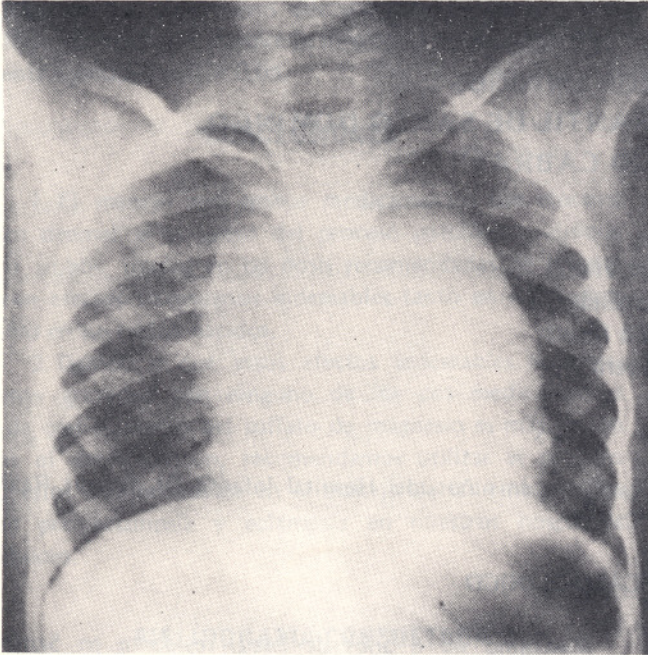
La radiografía de tórax, al llegar a la emergencia, mostrando franco ensanchamiento cardiaco.
